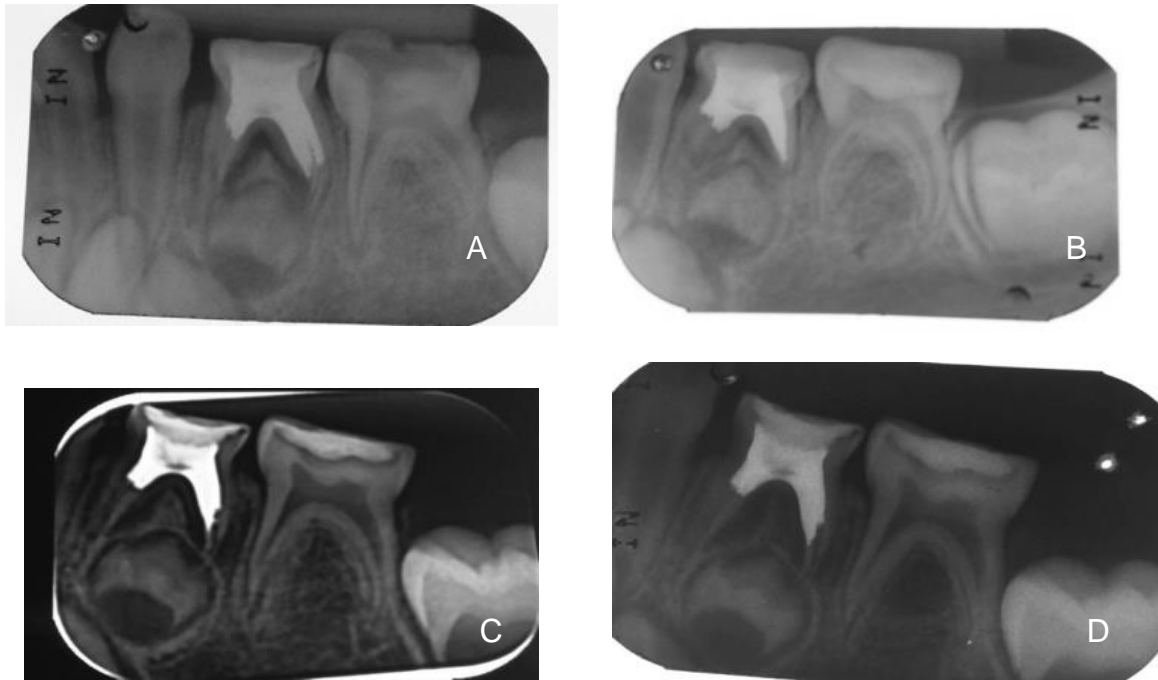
Radiografia após 2 (A), 3 (B), 6 (C) e 9 (D) meses de obturação do dente 74.
